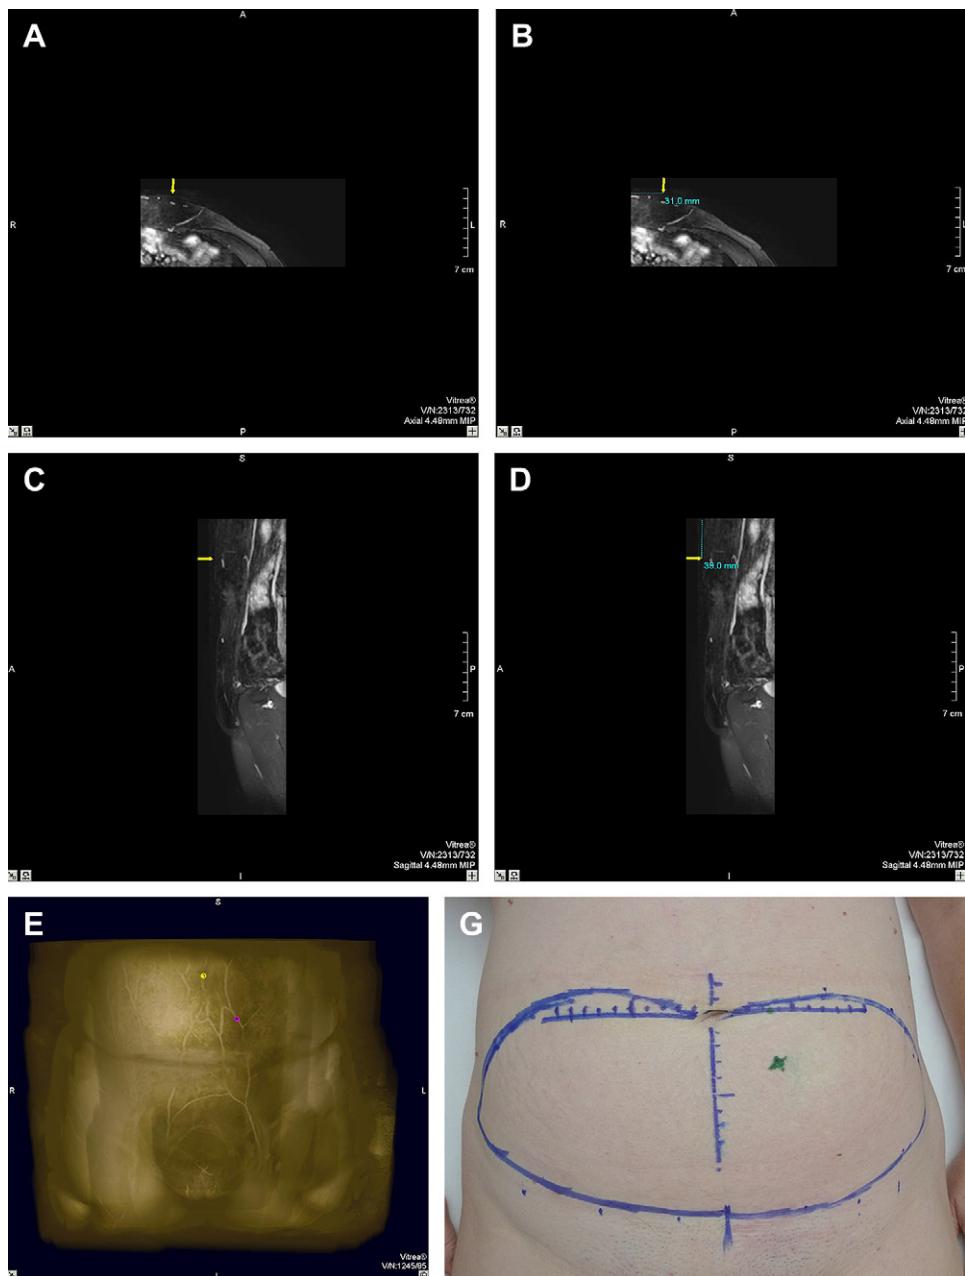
(A) Axial magnetic resonance image showing the chosen perforator. The arrow indicates the point at which the perforator arises from the muscle. (B) We measure the distance from the midline to the perforator in the axial view, and this is given the value x . (C) Sagittal magnetic resonance image showing the chosen perforator. The arrow indicates the point at which the perforator arises from the muscle. (D) The second measure is done in the sagittal view measuring from the umbilicus level to the exit of the perforator. This is the y value. (E) MRI 3D reconstruction for the same patient. The 2 points represent umbilicus level and indicate where the perforator pierces the fascia. (F) These values are transferred from the computer to a preoperative form for abdominal flap planning and to the skin, and we locate the exact point where we will find the perforator when we raise the flap. (G) Preoperative markings with the dominant perforator located.
